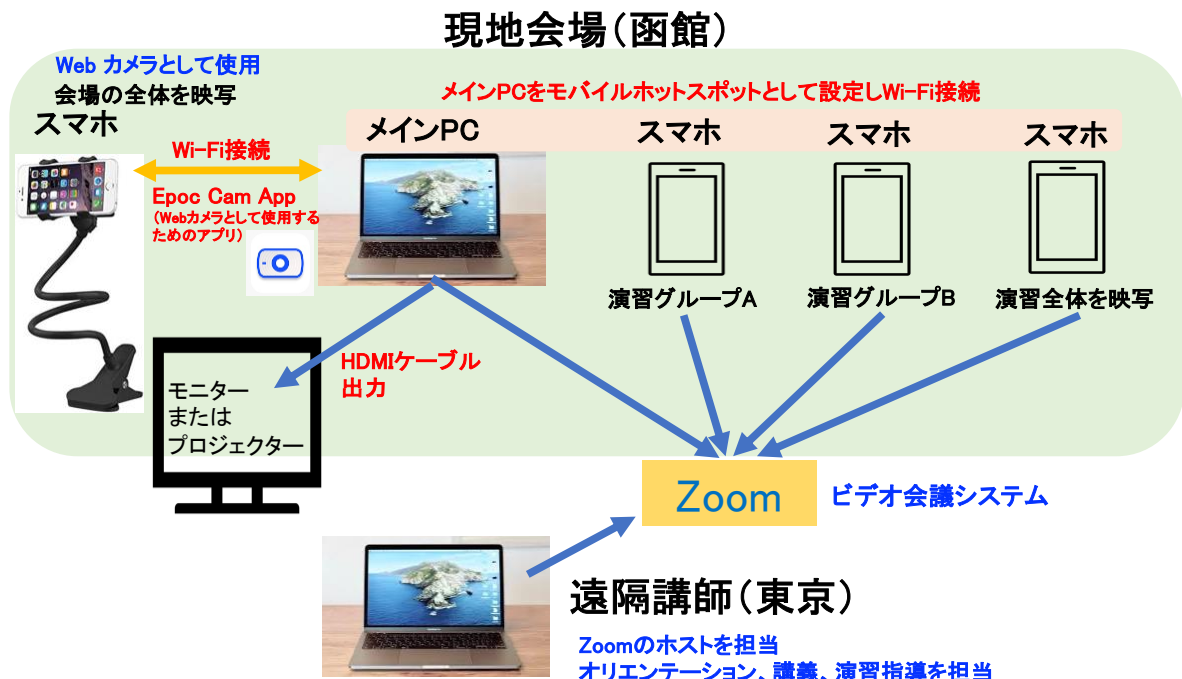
オンラインエコー講習会開催のためのシステム
